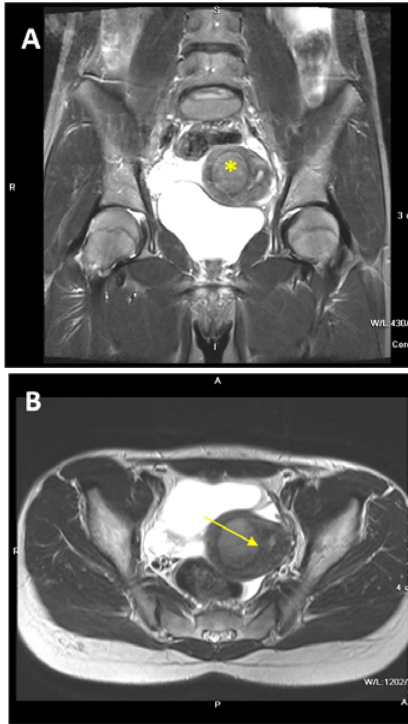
IRM efectuată în plan coronal (A) și axial (B) în ponderație T2W tse pacientei T., 14 ani. Uterul Robert cu colecție hemoragică (hematometra) în cavitatea uterină dreaptă (*), cornul uterin stâng comprimat și deplasat lateral spre stânga. Septul asimetric al cavității uterine cu semnalul hipointens este bine determinat (→). Hemicavitatea uterină stângă în aspect nemodificat.
